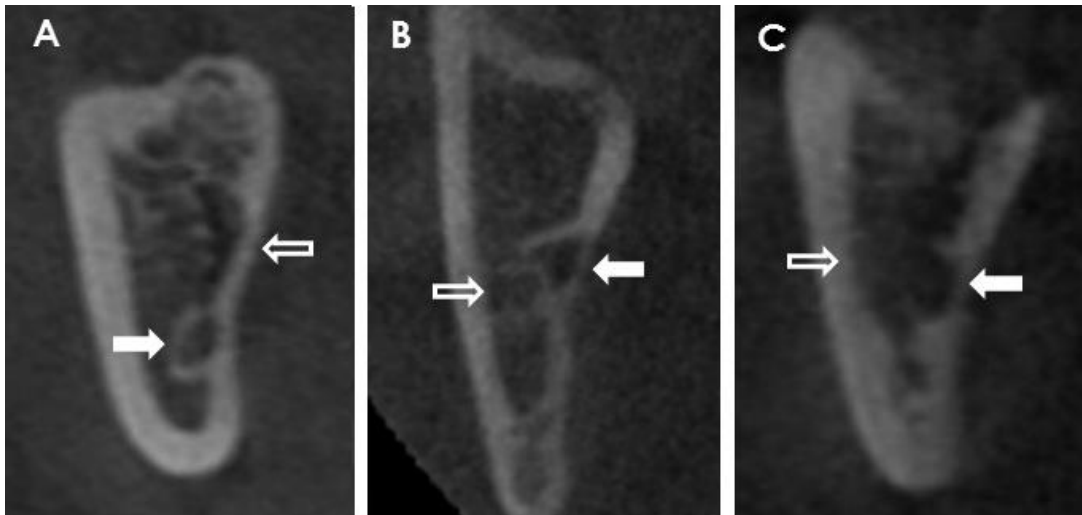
CBCT images showing the anatomical relationship between JAR (unfilled arrows) and the mandibular canal (filled arrows): A, distant; B, contact with cortical preservation; and C, contact without cortical preservation.
